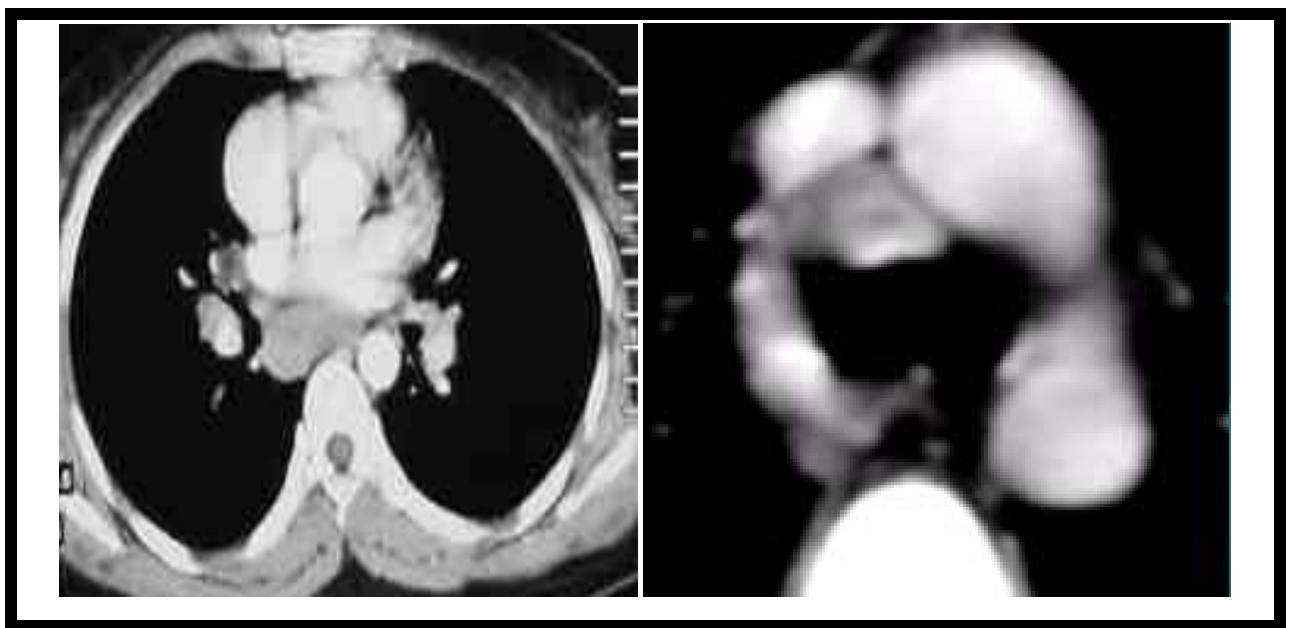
Coupe TDM thoracique : Adénopathies médiastinales. [73]
